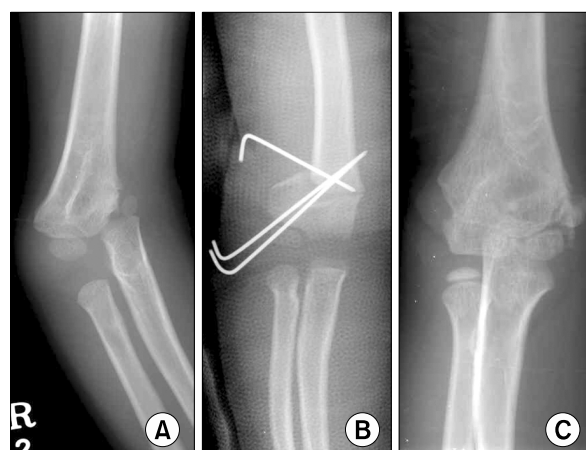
(A) A six-year-old boy had the varus humeroulnar angle of 33° on the preoperative radiograph. (B) On the immediate postoperative radiograph, LPI was 3.23 and LPA was 45.3 percent. (C) On the radiograph after a 4-year-follow-up, the LPI was 1.01, and the LPA was zero percent.
